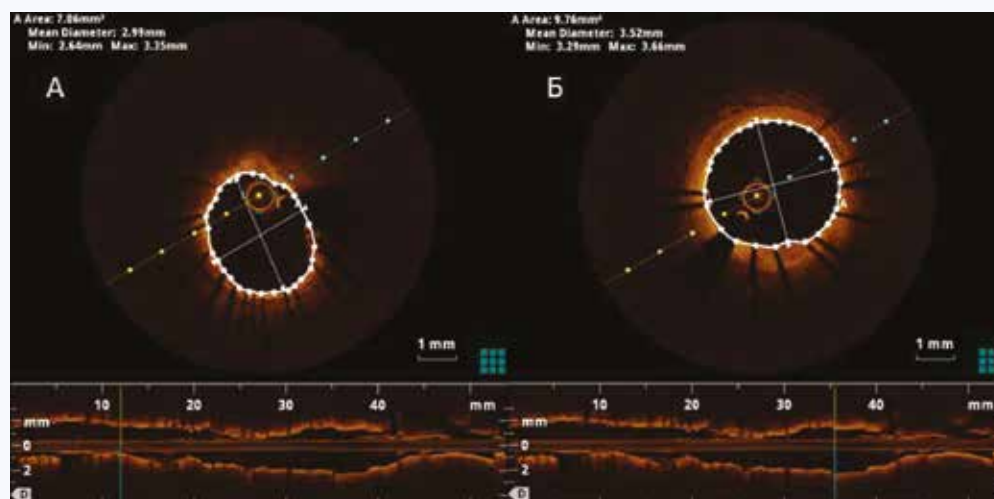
Контрольная запись оптической когерентной томографии после установки дистального стента и его оптимизации (А) и после установки проксимального стента и его оптимизации (Б). Указаны средний (mean diameter), минимальный (min) и максимальный (max) диаметры раскрытия стентов на выбранных срезах
